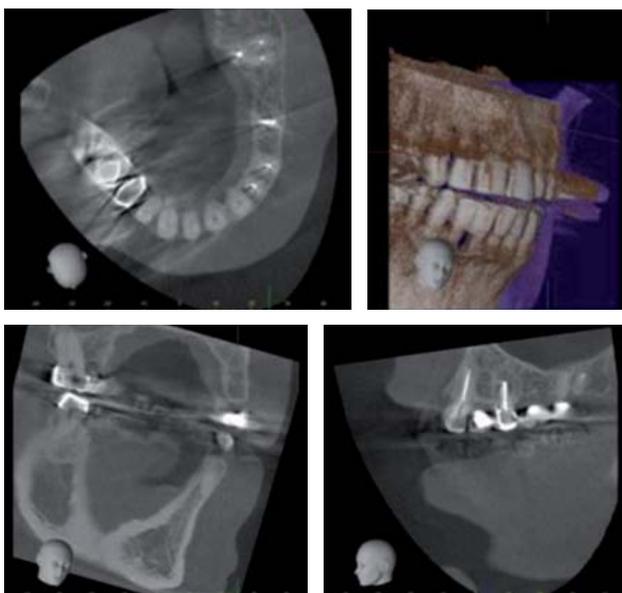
Tomografía computarizada Cone Beam que no muestra evidencia de patología ósea asociada al espacio desdentado que ocupaba el OD 24.
